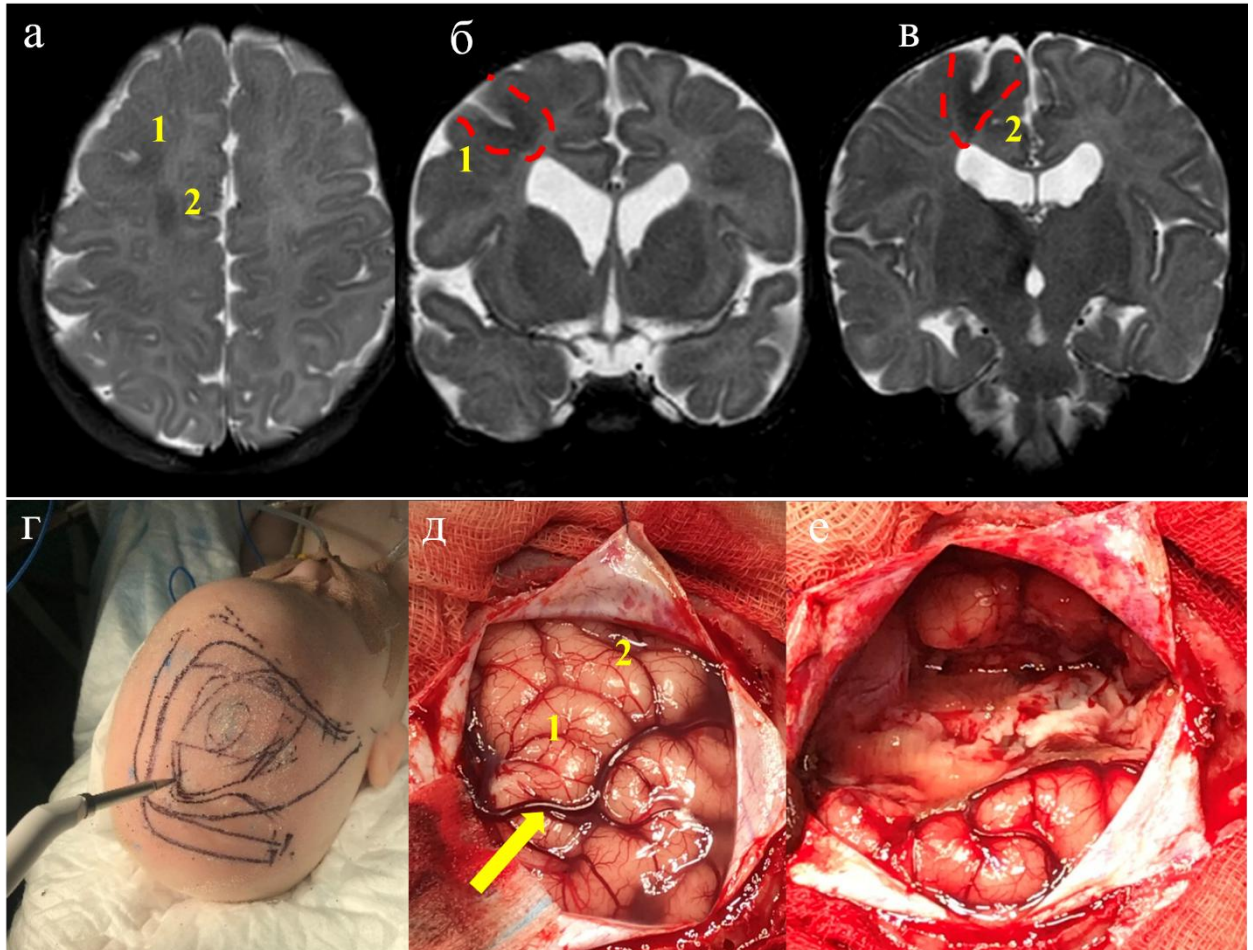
Туберэктомия с резекцией перитуберальной ткани у пациента 2,5 мес: (а-в) МРТ, T2-ВИ режим, указаны два кальцифицированных тубера в правой лобной доле; (г) выполнена резекция туберов правой лобной доли с перитуберальной тканью (туберэктомия +), оперативный доступ планировался с использованием электромагнитной навигационной системы; (г-д) на кожную поверхность выведена проекция кортикальной вены, являющаяся анатомическим ориентиром; (д-е) при резекции туберы головного мозга визуально не отличались от нормальной мозговой ткани [собственное наблюдение]
